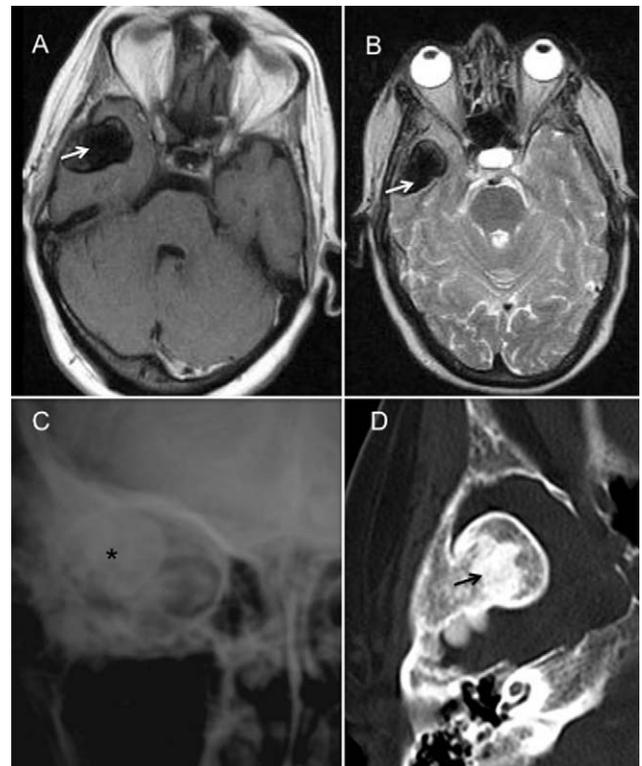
A) Secuencia de RM basal potenciada en T1 donde se observa una lesión ovoidea hipointensa (flecha). B) Secuencia de RM basal potenciada en T2 que muestra que la lesión (flecha) contacta con las cubiertas meníngeas sin efecto masa, ni cambios en la señal del lóbulo temporal. C) Rx de craneo en proyección anteroposterior que muestra una tumoración de densidad calcio, homogénea, bien delimitada, visible a través de la órbita derecha (asterisco). D) TC de oído, que objetiva el crecimiento sesil del osteoma (flecha), desde la tabla interna de la escama del temporal hacia la fosa temporal, a la cual invade.
